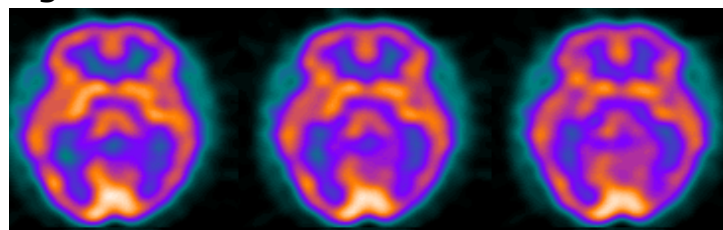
Exploración SPECT-PCR presentando hipocaptación posterior izquierda en forma de adelgazamiento cortical.
